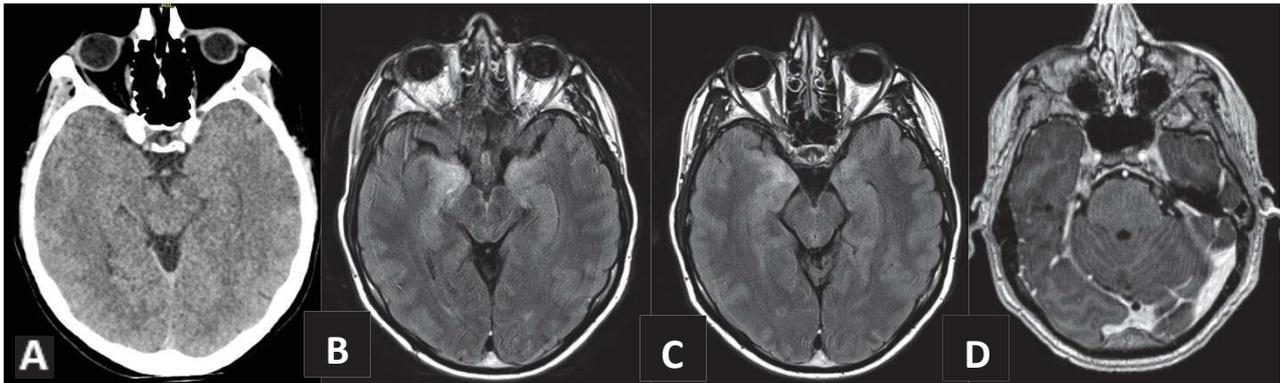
Neurosarcoïdose : Absence d'anomalie notable, tomodensitométrie cérébrale (J), coupe axiale (A) ; Hypersignaux amygdaliens et hippocampiques bilatéraux prédominants à droite, IRM cérébrale (J+3), coupes axiales séquence FLAIR (B, C) ; prise de contraste du nerf V droit, IRM cérébrale, coupe axiale séquence T1 EG après gadolinium (D).
